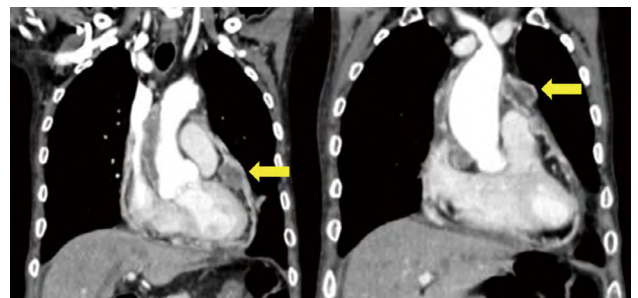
CT scan 16 days after surgery. Tumor regrowth at the same places before surgery indicating by arrows.
